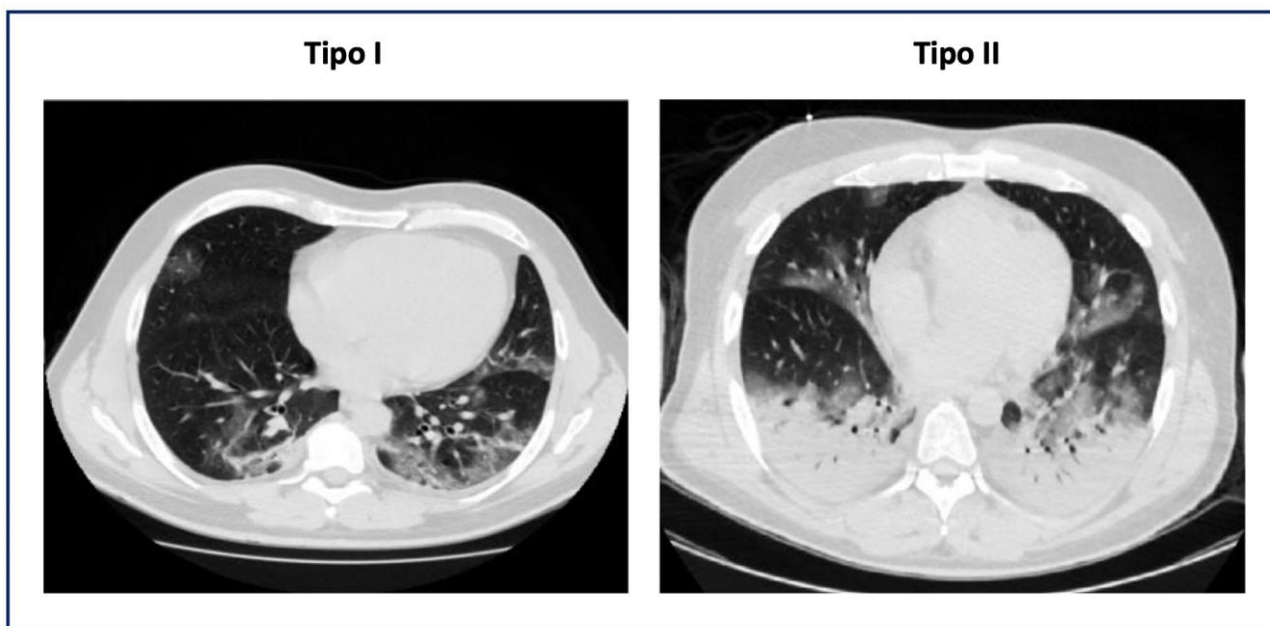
Tomografia computadorizada evidenciando o nível de acometimento pulmonar encontrado em dois pacientes que apresentaram pneumonia por COVID-19. No primeiro paciente (Tipo I [L]) há menor comprometimento pulmonar, com opacidades em vidro fosco nas regiões periféricas, sub-pleurais da língula e regiões posteriores dos lobos inferiores com pequena redução de volume nestes lobos. No segundo paciente (Tipo II [H]), há maior comprometimento pulmonar com opacidades em aspecto consolidativo/atelectásico restritas às regiões posteriores dos pulmões, com gradiente ântero-posterior marcante (região anterior com padrão de normalidade e região posterior muito consolidada). Adicionalmente, neste tipo há algumas opacidades em vidro fosco nas regiões posteriores do lobo médio e da língula. Fonte: Adaptada de Gattinoni, Chiumello, Rossi, 2020⁸.
